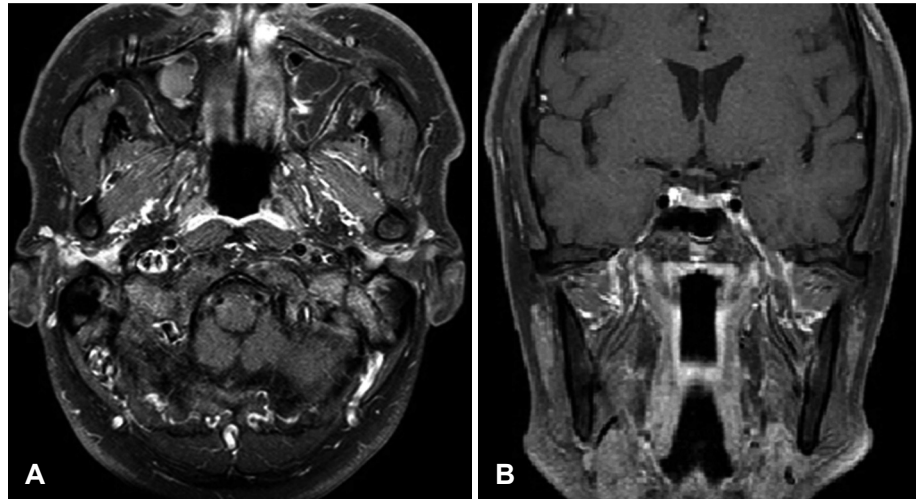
Contrast enhanced T1 weighted magnetic resonance (MR) imaging suggesting inflammation of the skull base. MR image showing abnormal high signal of nasopharynx (black arrow)(A). Coronal MR image showing abnormal high signal of parapharyngeal space, dura mater (black arrows) and foramen ovale (white arrow)(B). MR image shows low signal density with peripheral enhancement suggesting abscess of external acoustic meatus (black arrow)(C).
